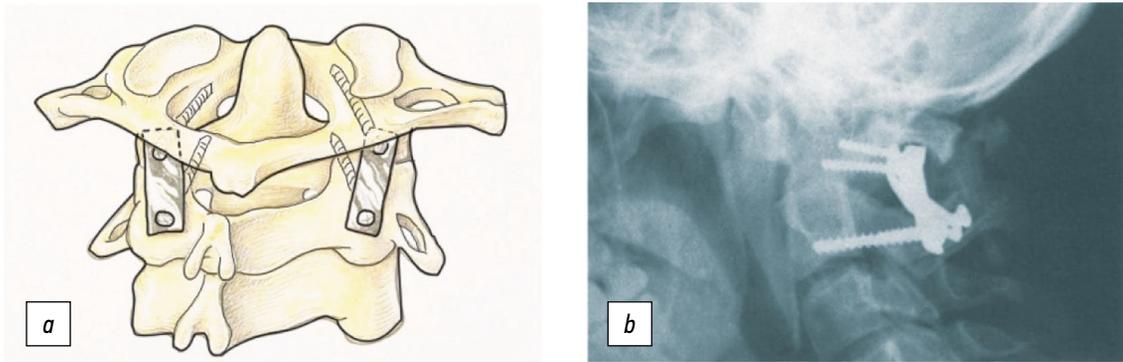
Методика фиксации C_1-C_{II} по Goel. *a* — иллюстрация методики, *b* — рентгенограмма в боковой проекции.
